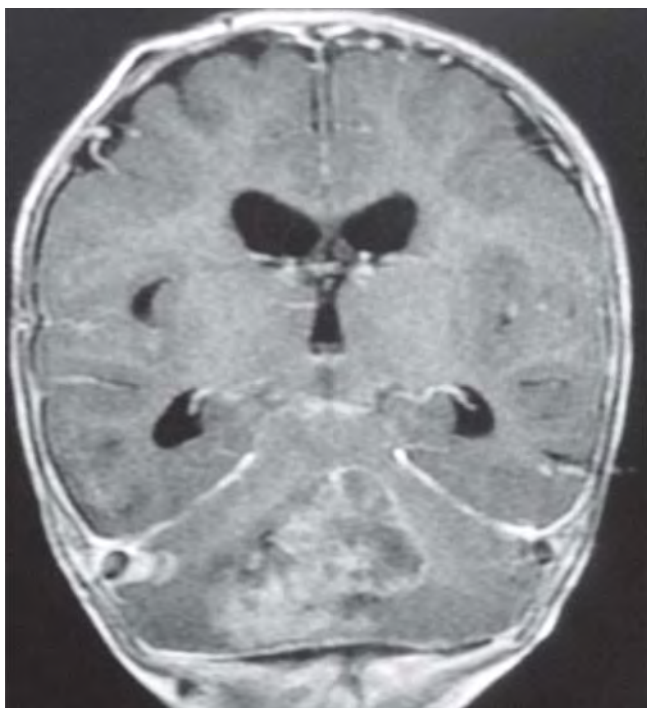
RM de cráneo, corte coronal, en fase T1, en la que se observa imagen heterogénea en IV-ventrículo.
